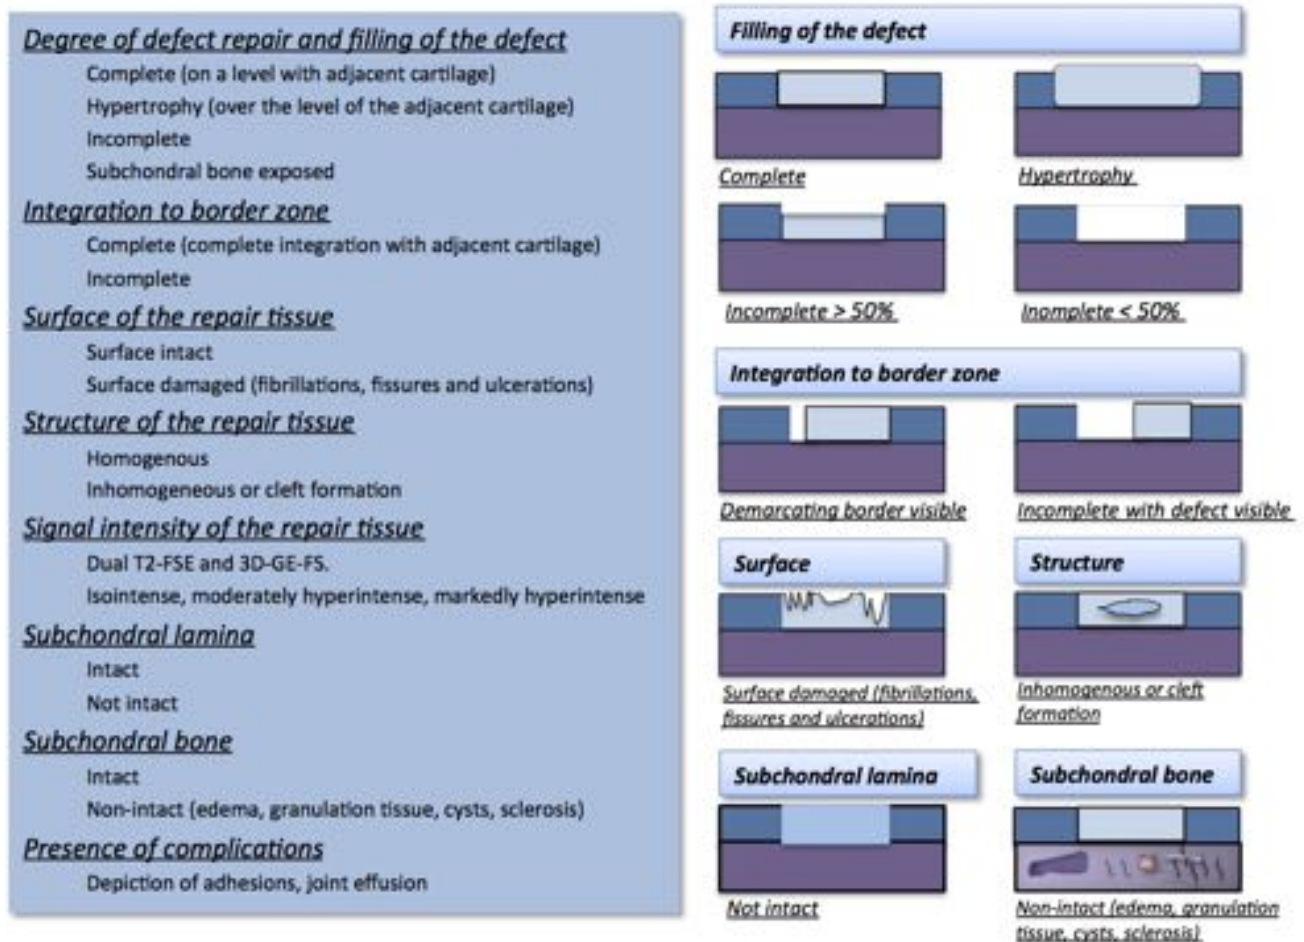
Escala MOCART. Magnetic resonance observation of cartilage repair tissue. Imagen basada en la descripción de Markowitz et al [24].
